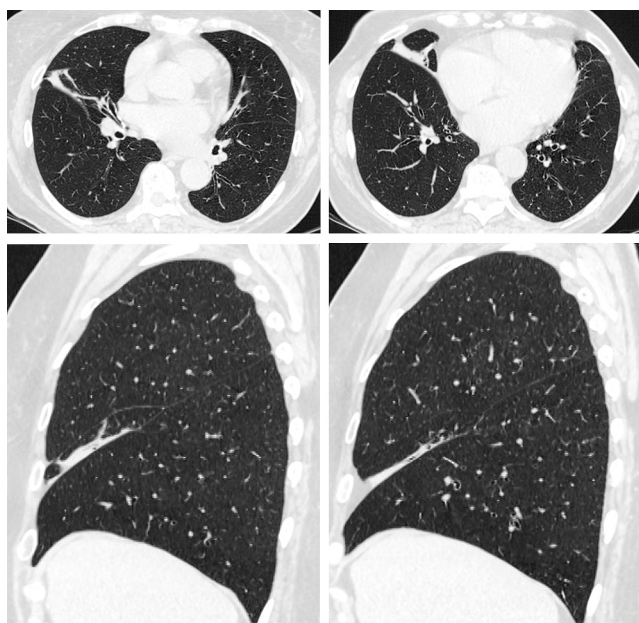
МСКТ ОГК пациентки Н. от 30.01.15
